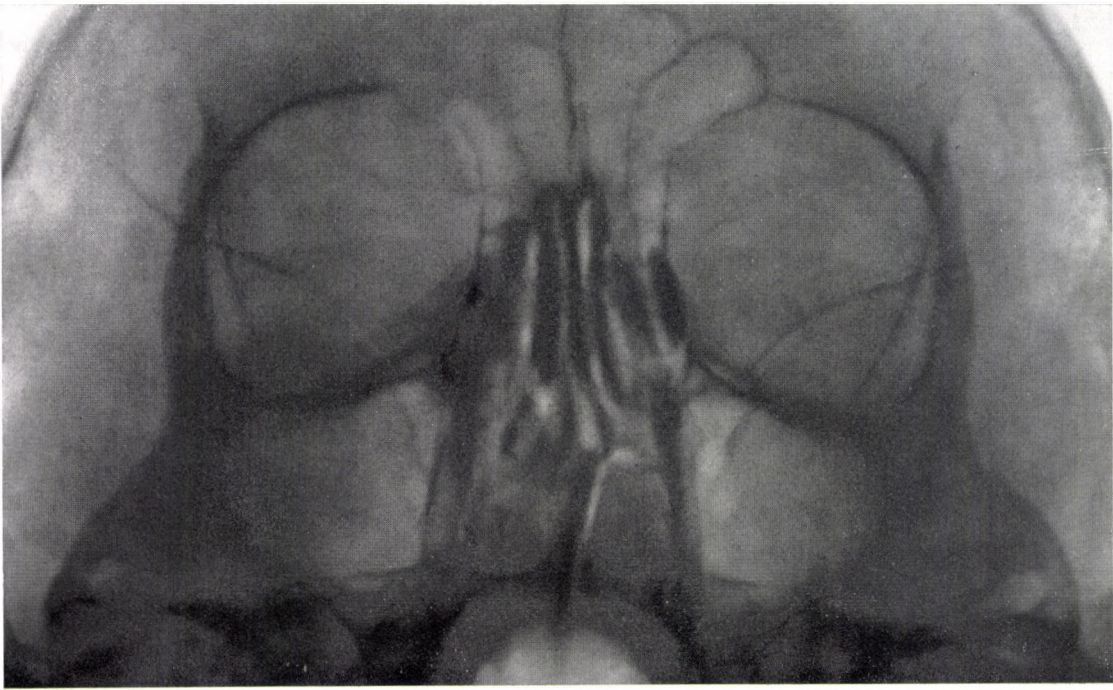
Pathologische Funktion, retardierte Entleerung. II. Aufnahme, 7 min nach der I. In den Ableitungswegen ist — hauptsächlich auf der linken Seite — eine beträchtliche Kontrastmittelmeng zurückgeblieben. Obgleich rechtsseitig beschwerdefrei und auch die röntgenologische Funktionsuntersuchung ein günstigeres Ergebnis zeitigte als auf der linken, liegt doch eine ähnliche Veränderung vor
